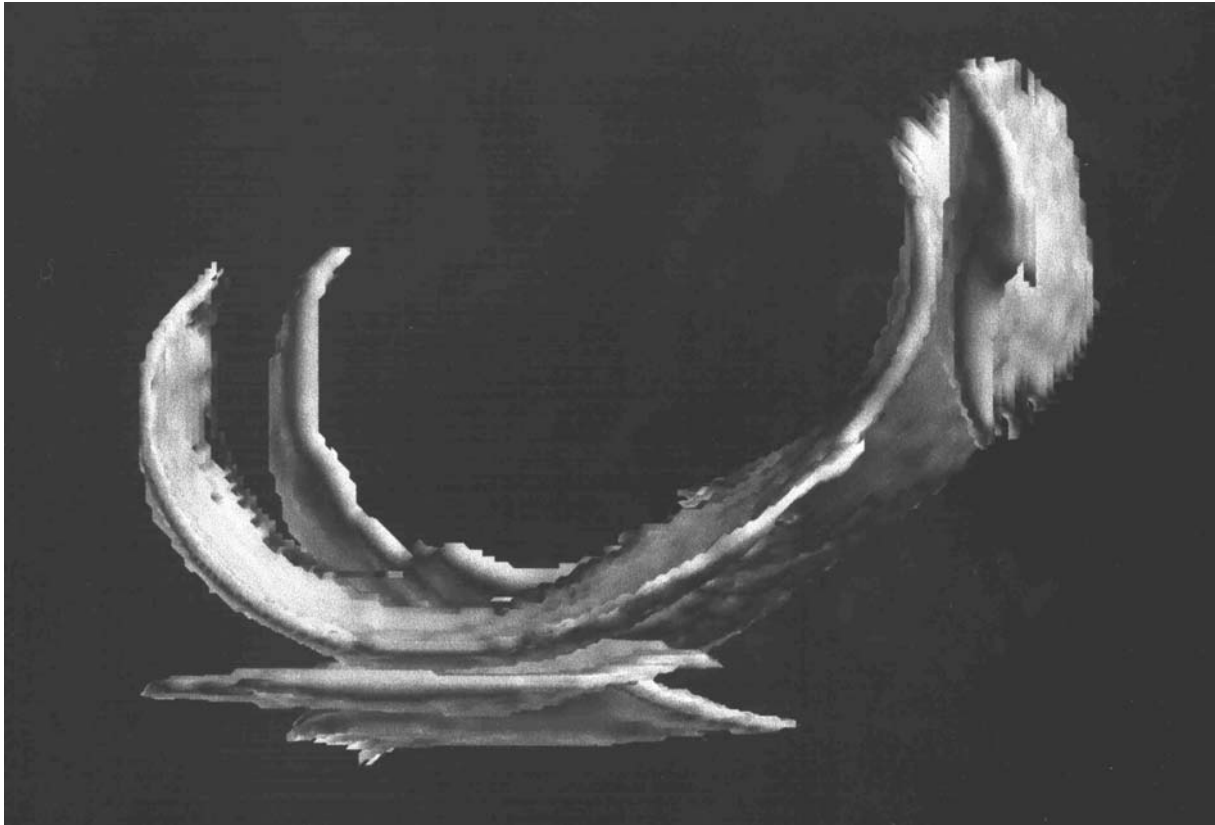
Dreidimensionale Rekonstruktion der Kniegelenksknorpel aus der MRT in der Ansicht von medial. Aus diesem Datensatz erfolgte die dreidimensionale Bestimmung der Knorpeldicke, unabhängig von der ursprünglichen Schichtorientierung.
